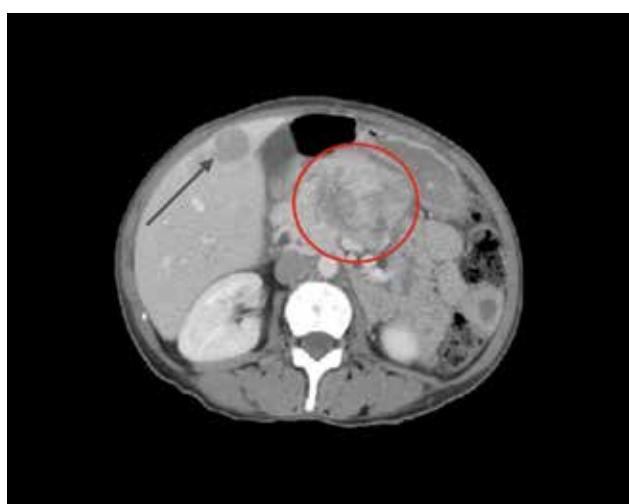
Tomografía computarizada con tumoralación dependiente de páncreas (círculo) y lesiones hipodensas hepáticas (flecha).
